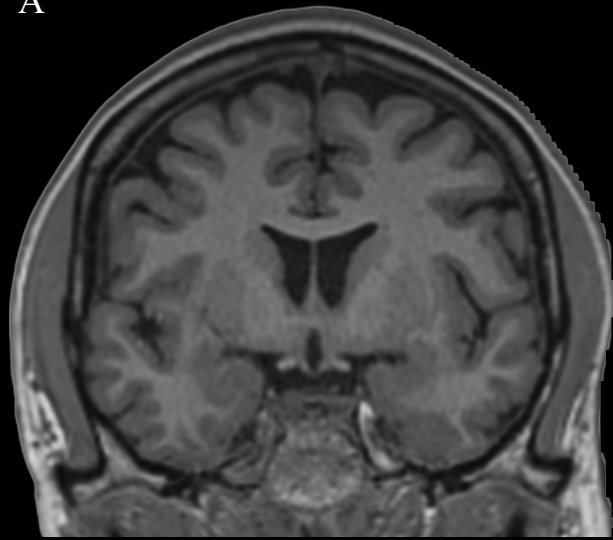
Secção coronal do encéfalo ao nível da cabeça do núcleo caudado e do tronco do corpo caloso. RNM (A) e TC (B). Observa-se o cornó frontal do ventrículo lateral medialmente a cabeça do núcleo caudado e lateralmente ao septo pelúcido e coluna do fórnice. Observa-se também o ramo anterior da cápsula interna e o núcleo claustro. Superiormente ao corpo caloso é possível observar o giro do cíngulo e a fissura longitudinal do cérebro que separa parcialmente os hemisférios cerebrais.
